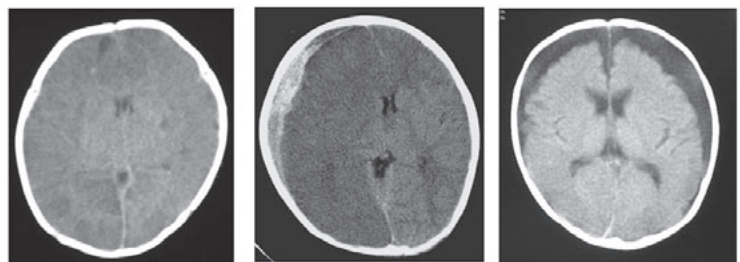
虐待による乳幼児頭部外傷の3型 (CT所見)
